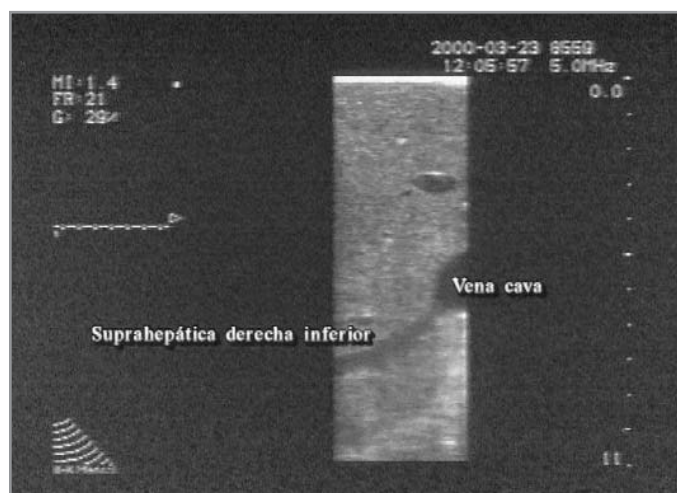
Ecografía intraoperatoria. Suprahepática derecha inferior.
